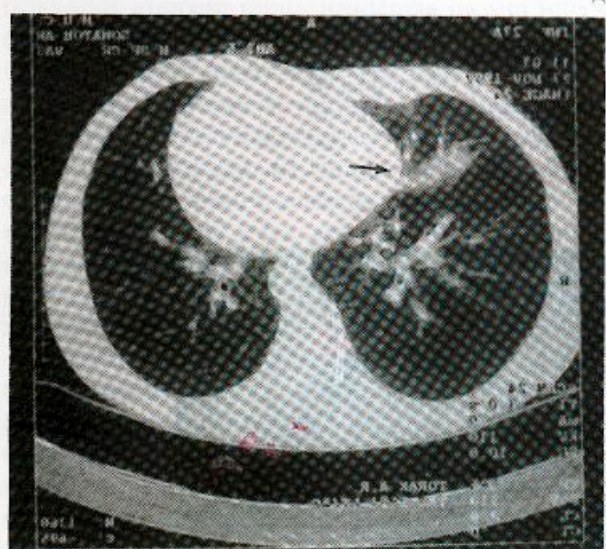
Telerradiografia torácica sem alterações apreciáveis (A) de um indivíduo infectado pelo HIV, em fase assintomática, e corte de TAC-AR correspondente (B) no qual se pode reconhecer uma imagem em vidro despolido sugestiva de alveolite (→).
